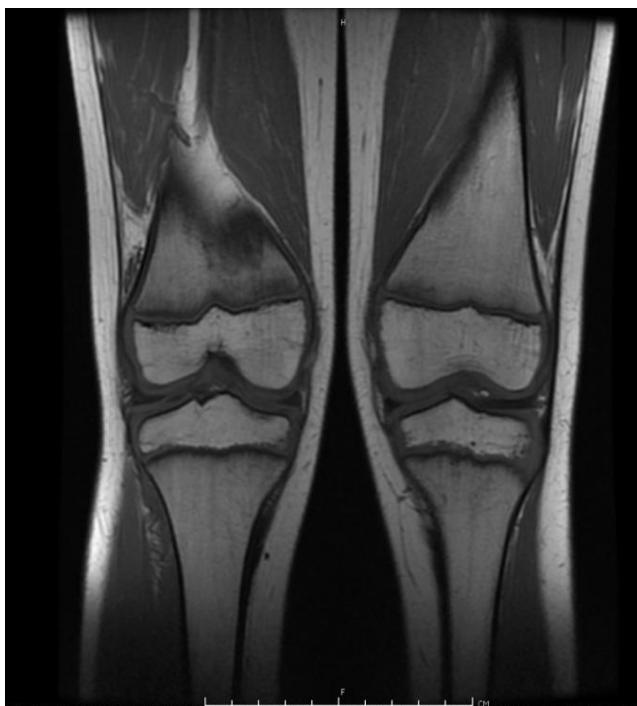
Пациент С. Результаты МРТ коленных суставов на момент отмены этанерцепта.
